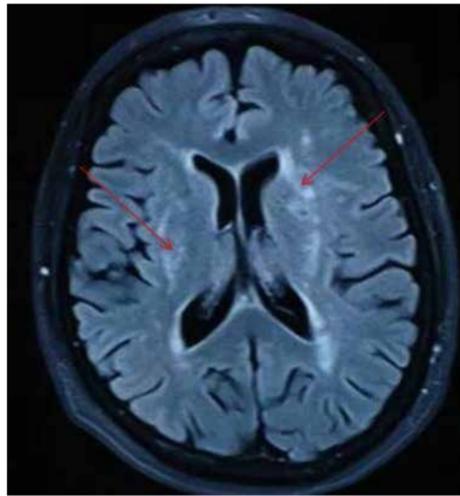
МРТ головного мозга: лейкоареоз, признаки гипотрофии тканей мозга, незначительное расширение боковых желудочков. Стрелками указаны наиболее выраженные участки повреждения белого вещества головного мозга.
